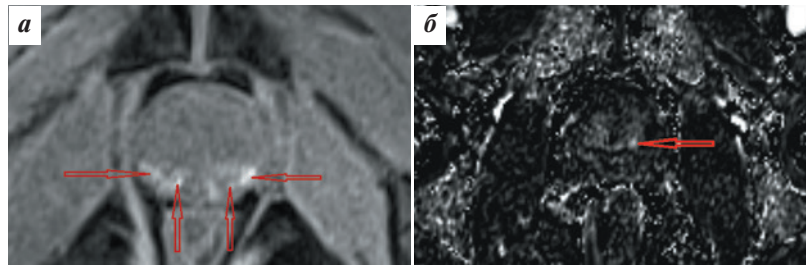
Магнитно-резонансные томограммы пациента А., 59 лет (состояние после биопсии): а – исследование без контрастирования, T1-взвешенное изображение с подавлением сигнала от жировой ткани в аксиальной проекции. В периферической зоне предстательной железы визуализируются множественные высокоинтенсивные участки кровоизлияний (отмечены стрелками); б – исследование с контрастированием, T1-взвешенное субтракционное изображение в аксиальной проекции. Определяется раннее накопление контрастного препарата в очаге аденокарциномы, локализованном в периферической зоне предстательной железы (отмечено стрелкой)
